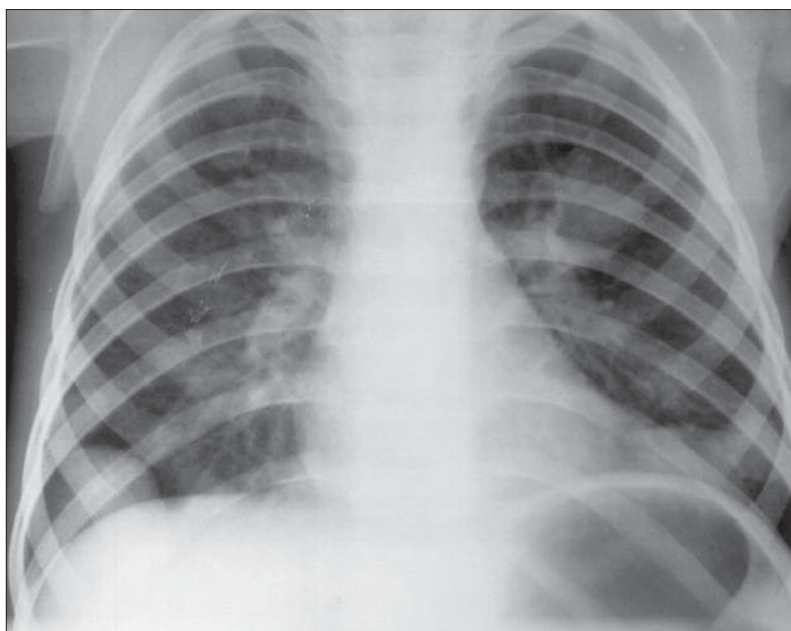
Stafilococie pleuro-pulmonară. Radiografie toracică PA. Se constată 3 opacități macronodulare bine delimitate de un înveliș fin transparent. Imagine de “noduli sechestrați”.
